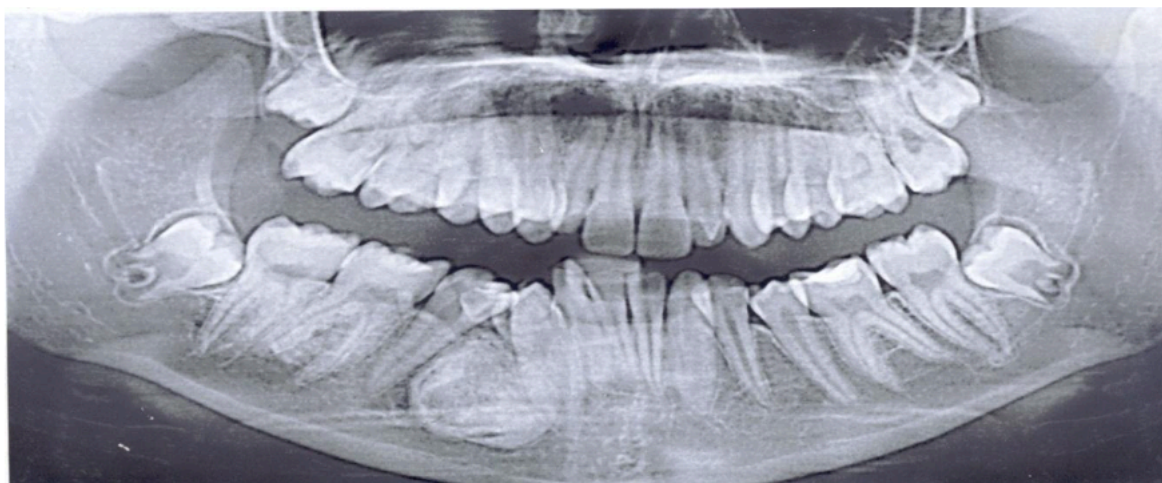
Панорамная рентгенограмма (больная К., диагноз - Одонтома)
